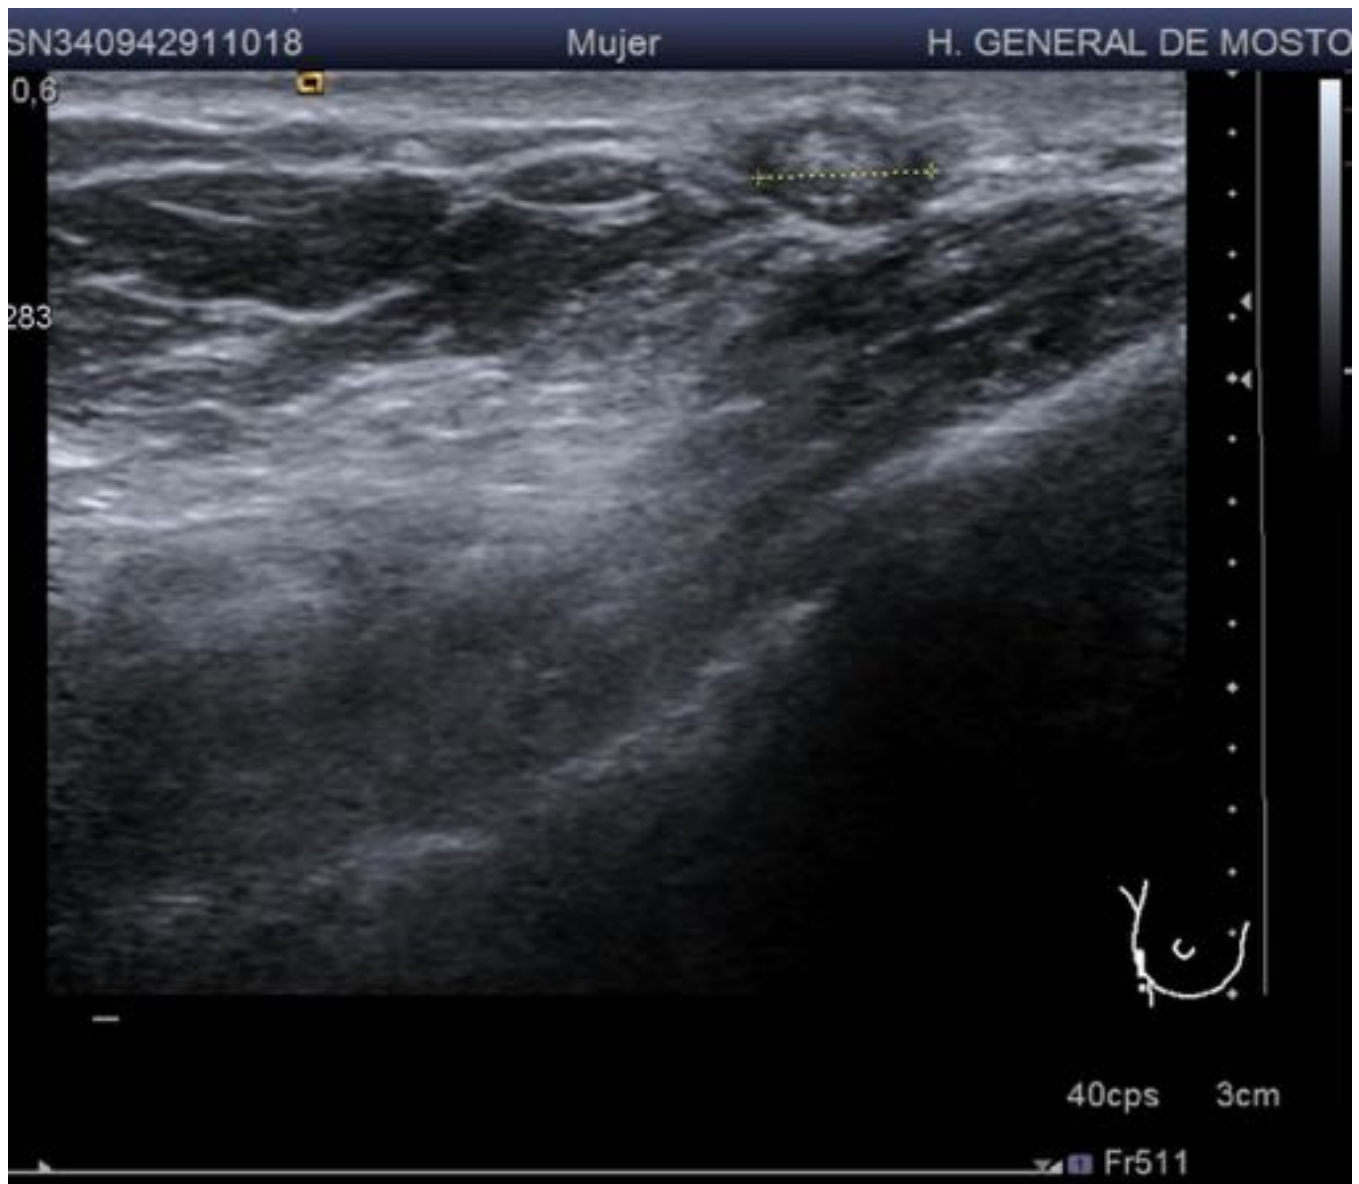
Ecografía mamaria: Nódulo palpable que corresponde a una imagen de 5 mm ecogénica con un halo hipoeoico.
